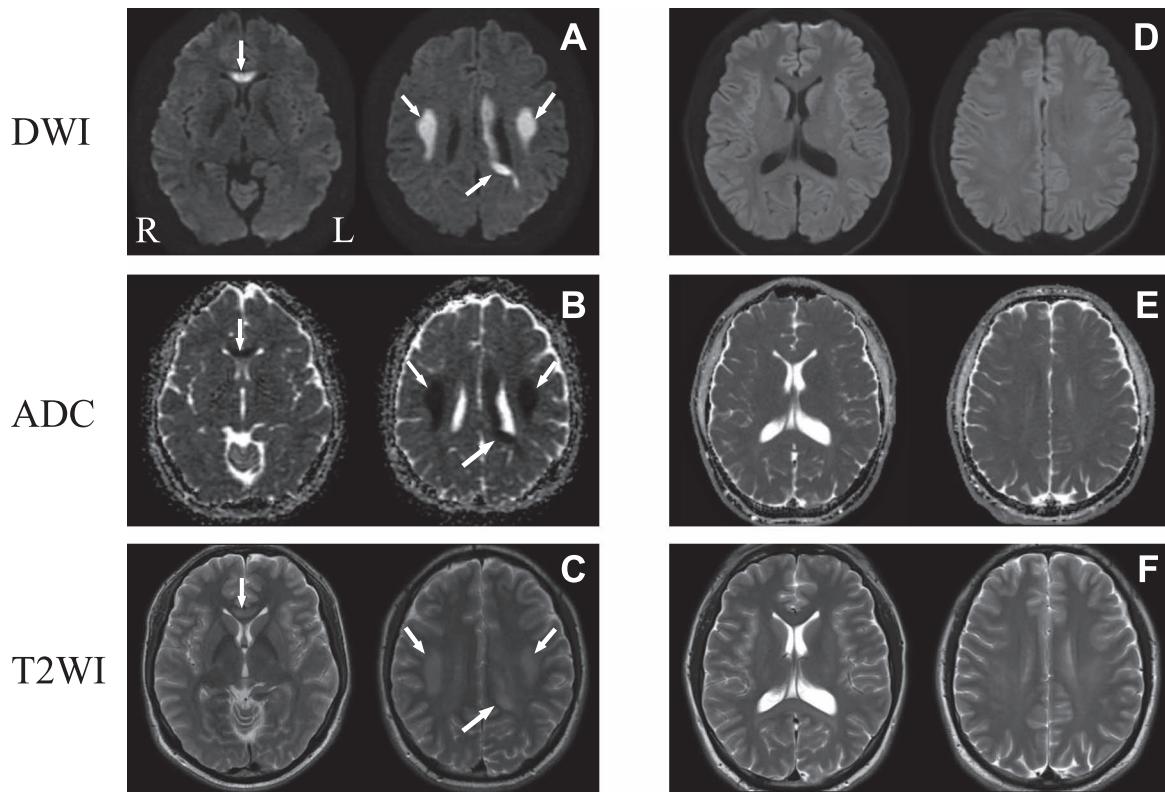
Cerebral magnetic resonance images of the patient.
